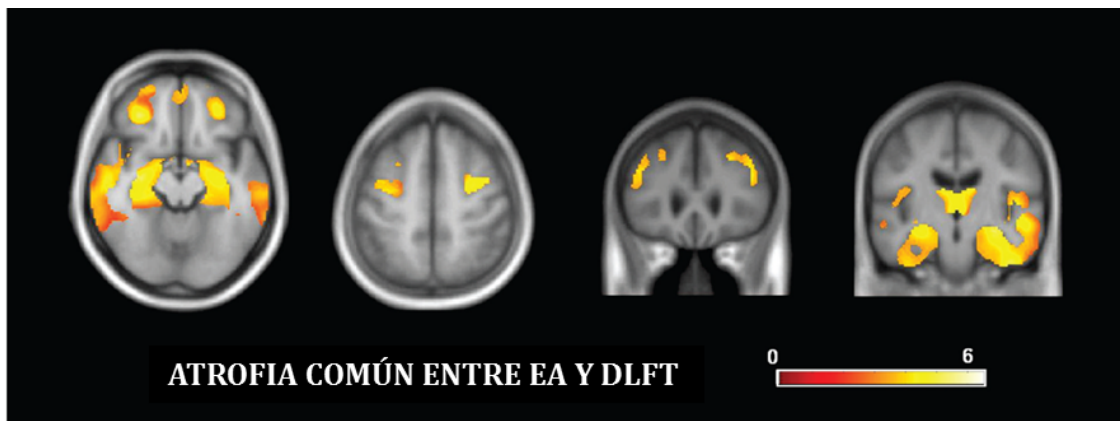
Ejemplo de imágenes obtenidas mediante técnicas de neuroimagen. Secciones obtenidas por MRI en las que se observa el grado de atrofia común entre la DLFT y la EA. Tomado de [1].
